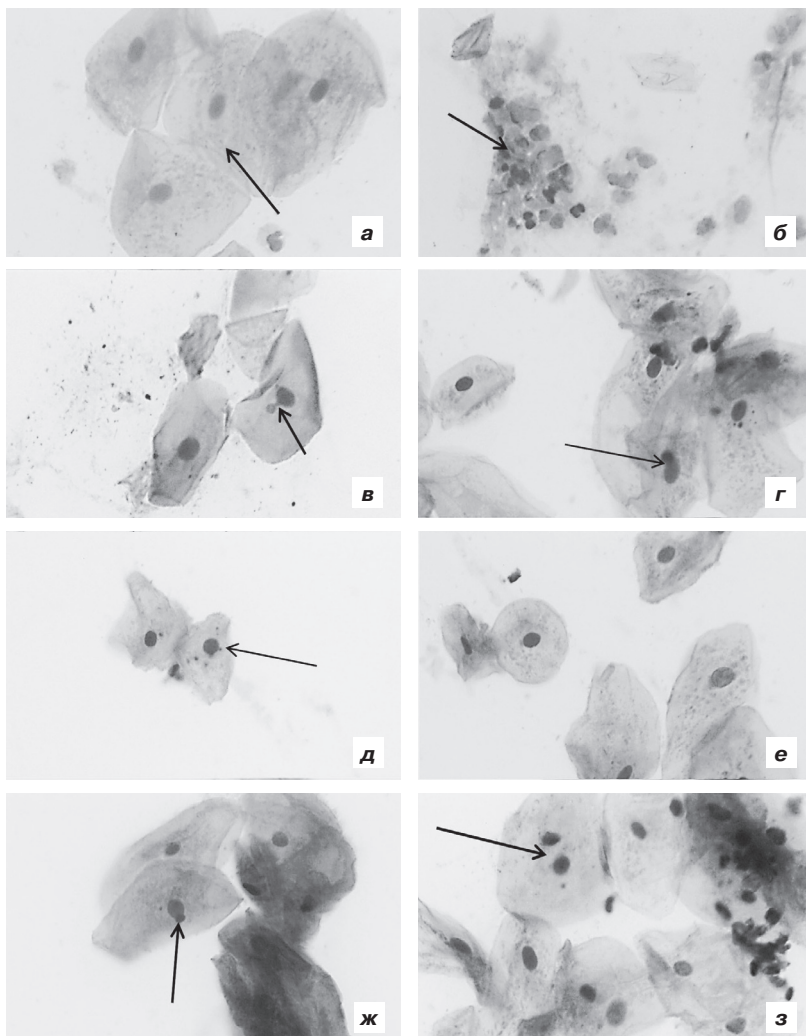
Клетки буккального эпителия у курящих студентов Белгородской области. Стрелки указывают на: а) группу эпителиоцитов, которые плотно накладываются друг на друга; б) скопление лейкоцитов между роговыми чешуйками; в) протрузию ядра типа «язык»; г) протрузию ядра типа «разбитое яйцо»; д) микроядро; е) клеточный диморфизм; ж) насечку; з) двуядерную клетку. Окраска: гематоксилин-эозин. Увеличение*400.
